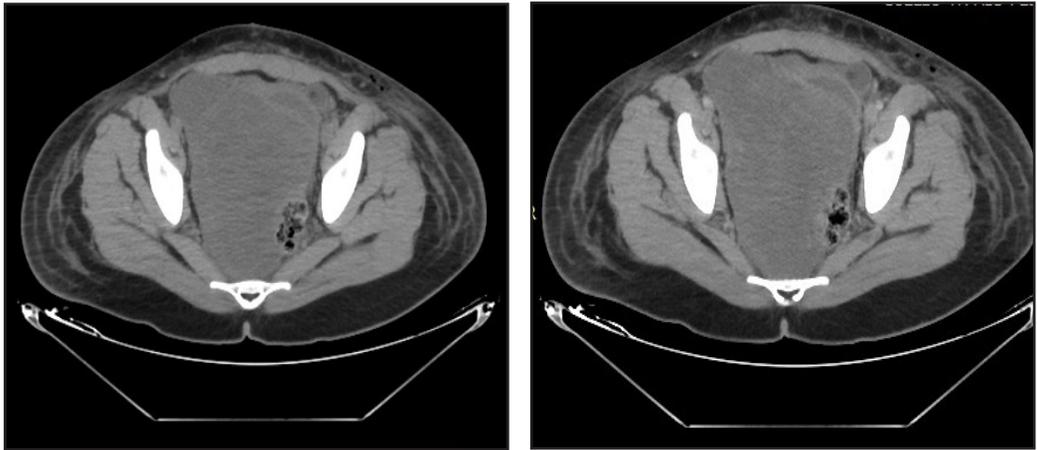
TC con contraste. Se muestran cortes axiales a nivel de la pelvis con tumoración isodensa respecto al músculo que ocupa la totalidad de la pelvis y desplaza a los órganos adyacentes. En la fase con contraste (izquierda) se aprecia tenue realce del mismo, siendo más evidente en la fase de eliminación (derecha).
